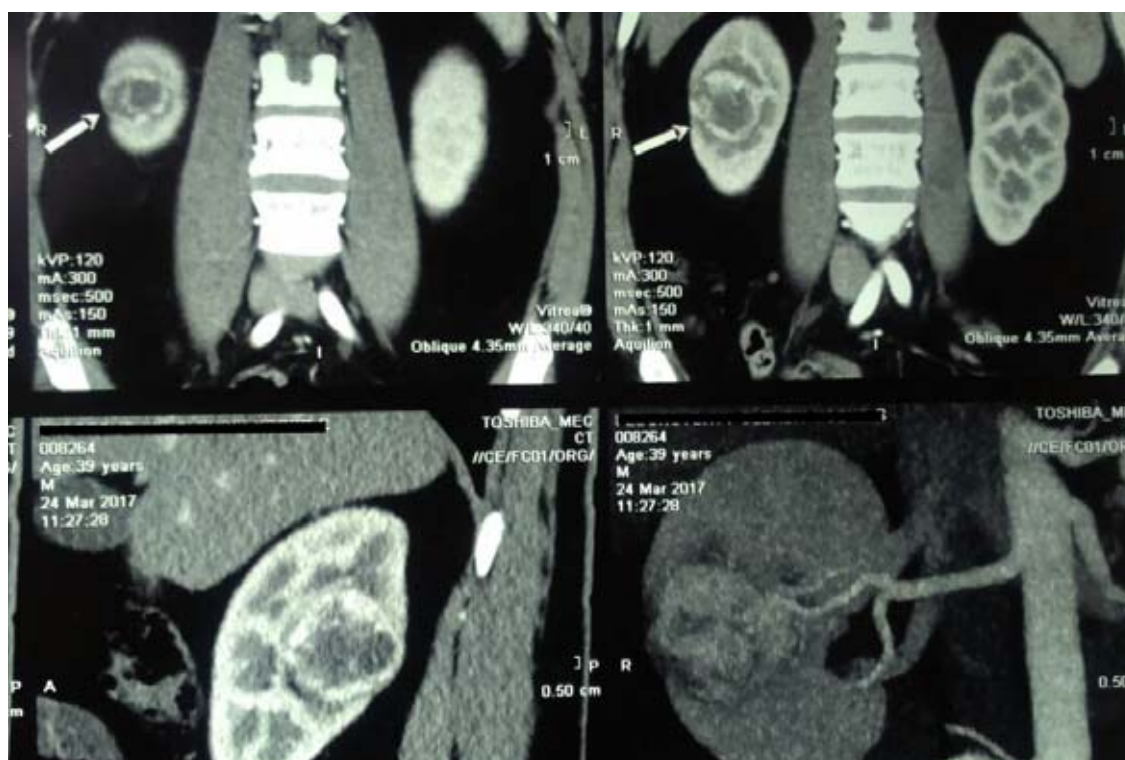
CT scan of kidney tumor
